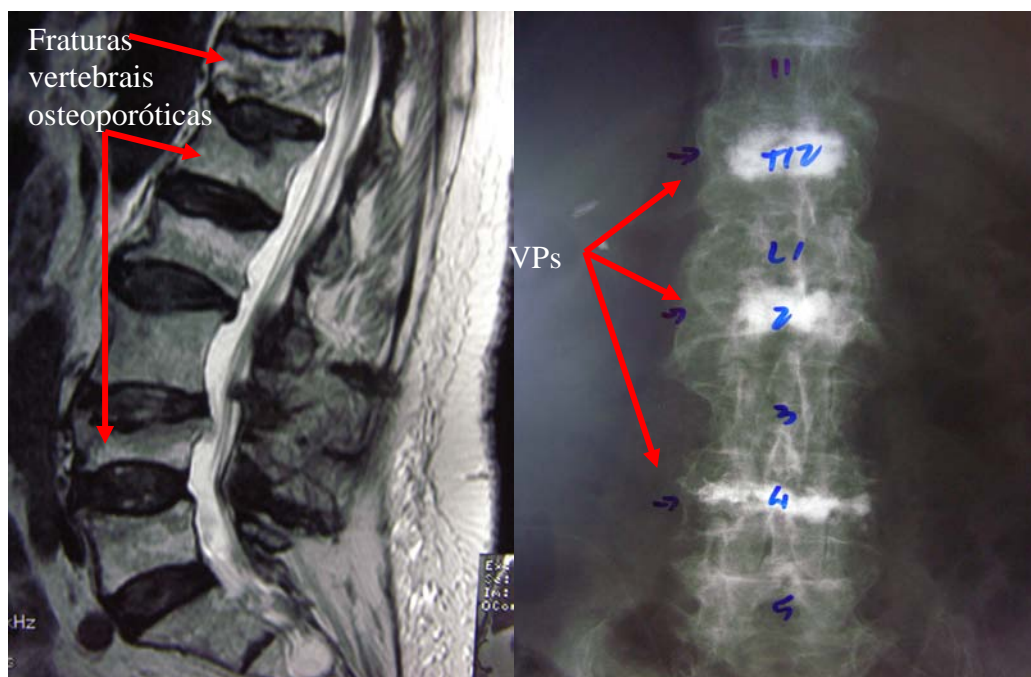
RM da região lombar da coluna vertebral em T2 (em perfil), mostrando as diversas fraturas vertebrais osteoporóticas recentes, e Rx (em AP) após a VP (usada a cânula de orifício lateral) (VPs n^{os}. 13-15).
